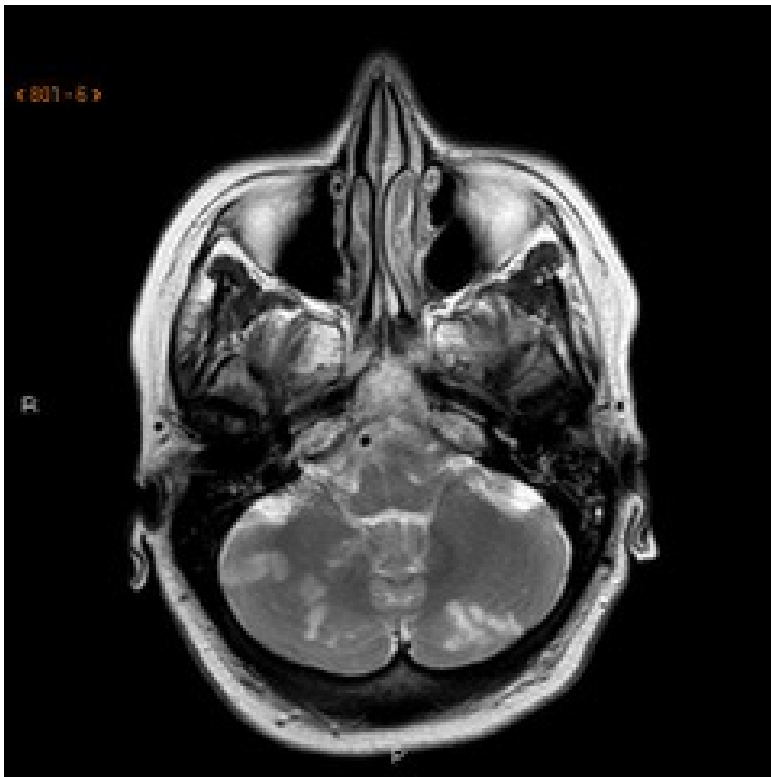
Resonancia craneal con infarto agudo en territorio de arteria cerebelosa posterior inferior y arteria cerebelosa anterior y cerebelosas superiores
